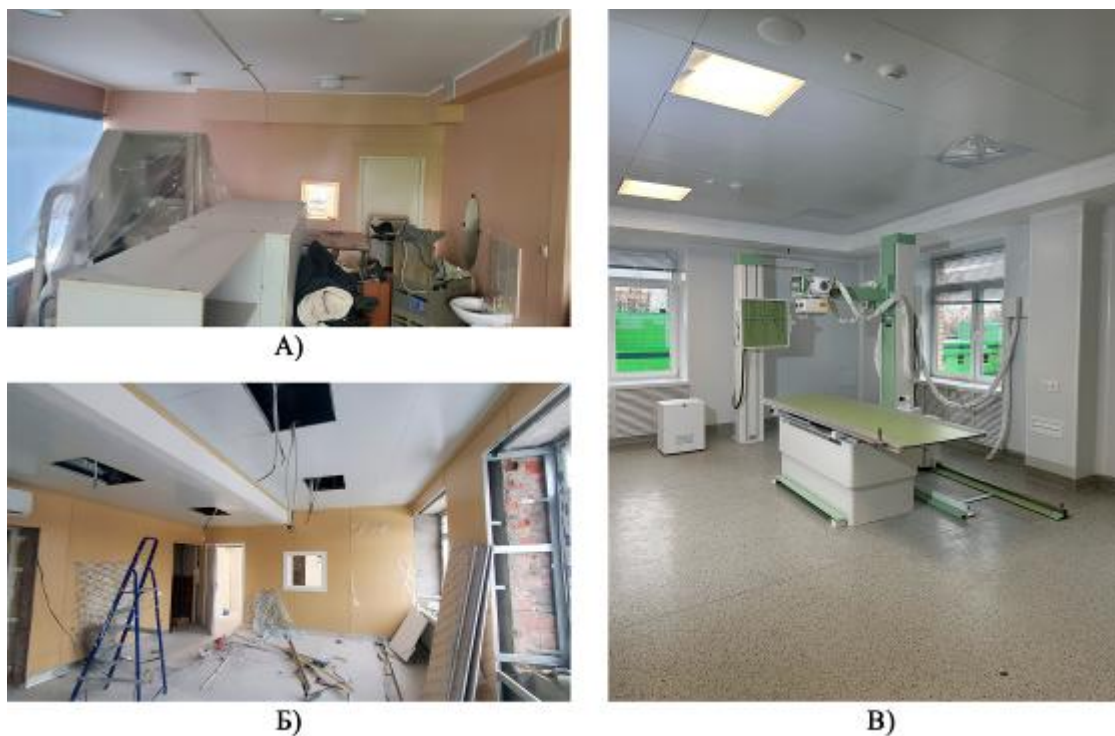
Фотографии кабинета рентгенодиагностики: А — до капитального ремонта (период обследования); Б — в процессе монтажных работ; В — конечный результат ремонтно-строительных работ.
